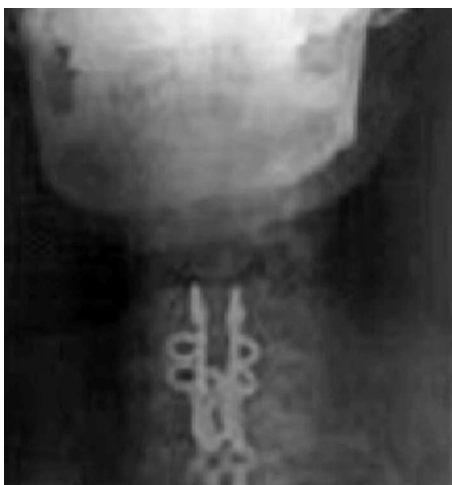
Рентгенограмма шейного отдела позвоночника у того же больного в прямой проекции.
